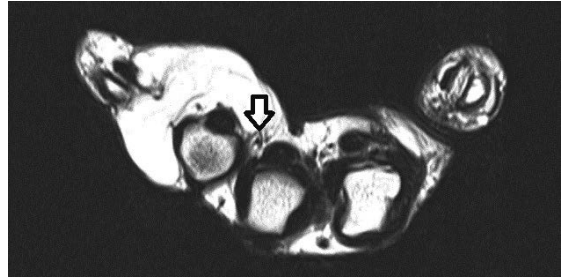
症例2の術前MRI（横断像）：右環指，小指の背側から掌側に腫瘍を認め、腫瘍内に神経血管束（矢印）が巻き込んでいた。
